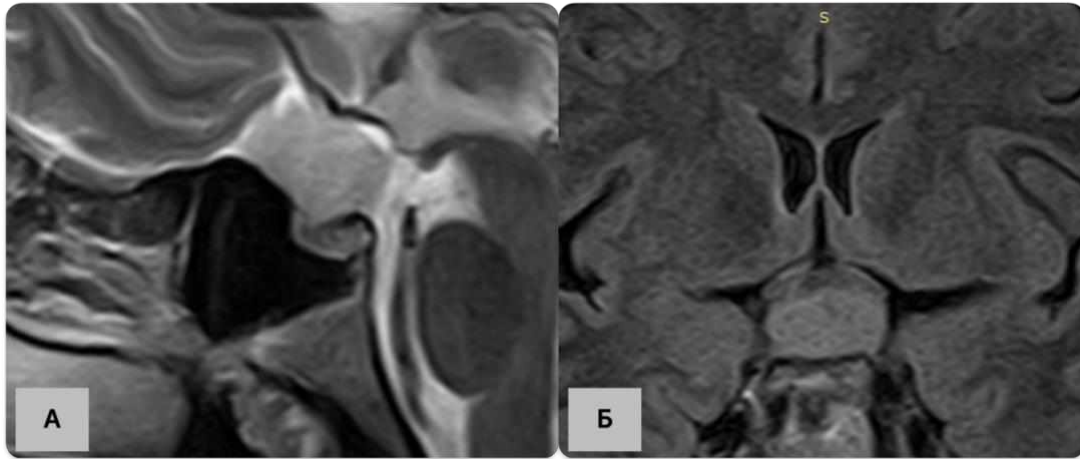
МРТ головного мозку (А – режим Т2 без внутрішньовенного підсилення в сагітальній проекції, Б – режим Т1 без внутрішньовенного підсилення в коронарній проекції) за 2017 р.
